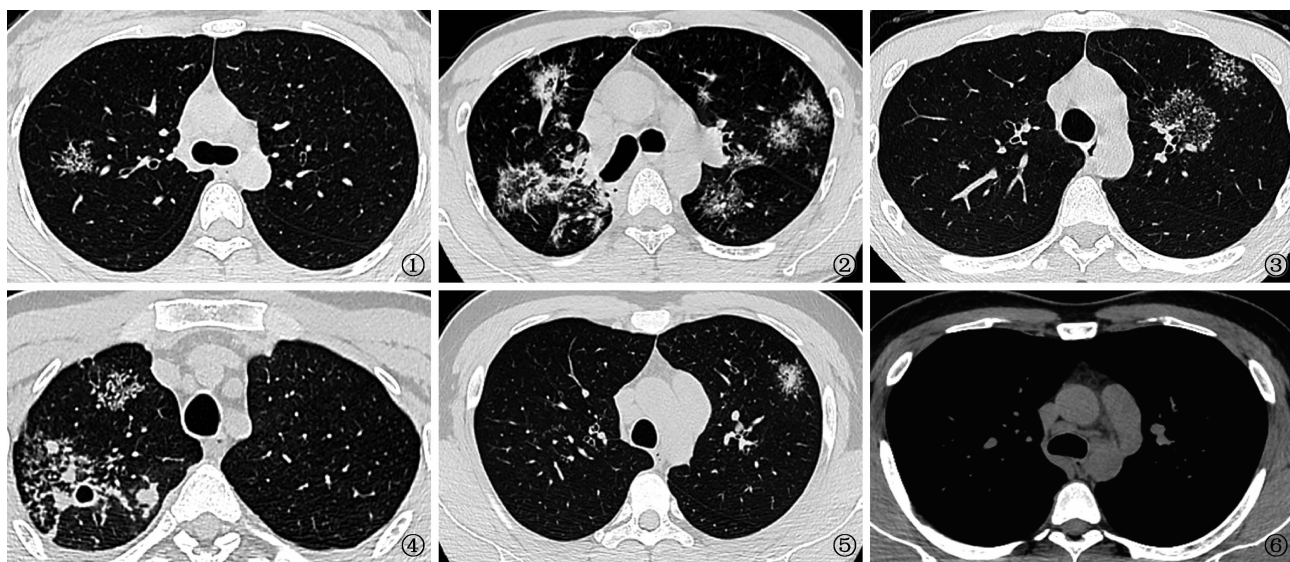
女, 23 岁, 继发性肺结核患者。薄层 CT 扫描肺窗: 右肺上叶簇状微结节样病灶, 簇状病变内每一个微结节病灶边缘清晰, 呈均匀样类型, 大小均匀, 无融合 图 2 男, 36 岁, 继发性肺结核患者。薄层 CT 扫描肺窗: 双肺多发簇状微结节样病灶, 右肺上叶前段病变有融合, 其内见含气轻度扩张支气管影; 右上叶后段病变呈反晕征, 组成晕的壁局部可见融合; 右肺下叶背段病变实变与结节样影, 左肺上叶尖后段簇状微结节样病灶呈晕征, 其内密度不均匀, 伴结节融合; 左肺下叶背段病变呈簇状微结节样病灶, 其内微结节大小不均匀, 局部见含气轻度扩张支气管影 图 3 男, 32 岁, 继发性肺结核患者。薄层 CT 扫描肺窗: 左肺上叶前段胸膜下簇状微结节样病灶, 为均匀样类型, 簇状病变内每一个微结节病灶边缘清晰, 无融合; 近主动脉弓旁簇状微结节样病灶, 为反晕征样类型, 中心为微结节与磨玻璃样密度影并存, 边缘微结节相对密集, 呈近似反晕征改变 图 4 男, 26 岁, 继发性肺结核患者。薄层 CT 扫描肺窗: 右肺上叶多发簇状微结节样病灶, 靠前部病变内微结节边界清晰, 大小均匀, 见含气扩张支气管影; 靠后部病灶内结节大小不等, 有多发融合结节, 融合结节内含气空洞形成 图 5, 6 男, 29 岁, 结节病患者。图 5 为薄层 CT 扫描肺窗: 左肺上叶前段簇状微结节样病灶, 中心可见微结节融合, 周围微结节边界清晰; 图 6 为 CT 扫描纵隔窗: 纵隔 5 区淋巴结肿大显著
